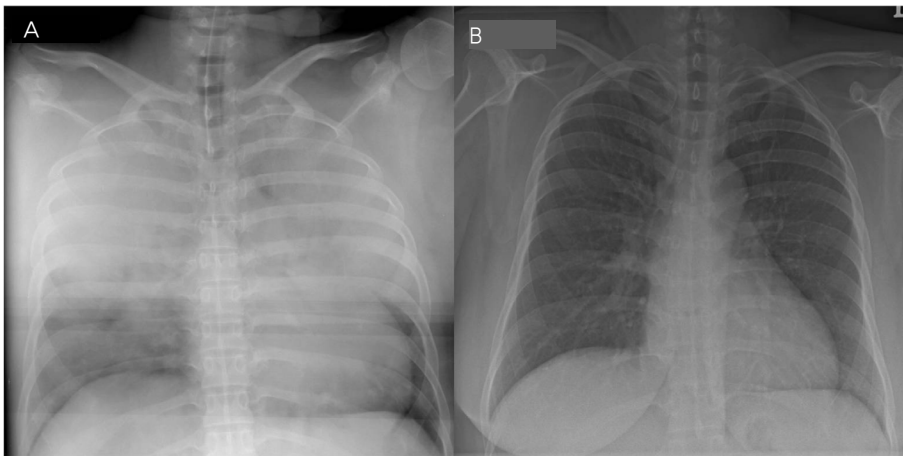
The Chest X-rays show pulmonary edema occurred in immediately postoperative state (A) and improved in postoperative 3rd day (B).
